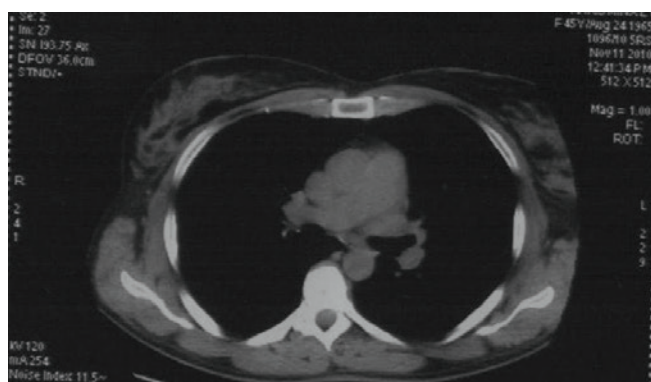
КТ больной с СЛ. Увеличение внутригрудных лимфатических узлов
